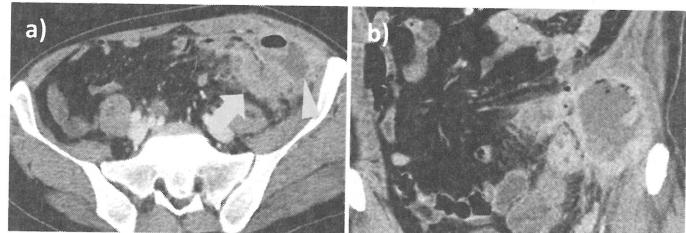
腹部造影CT:a)S状結腸の壁肥厚(矢印)と連続する膿瘍形成を認めた(矢頭). b)腹壁への進展と膿瘍の被包化を認めた.
